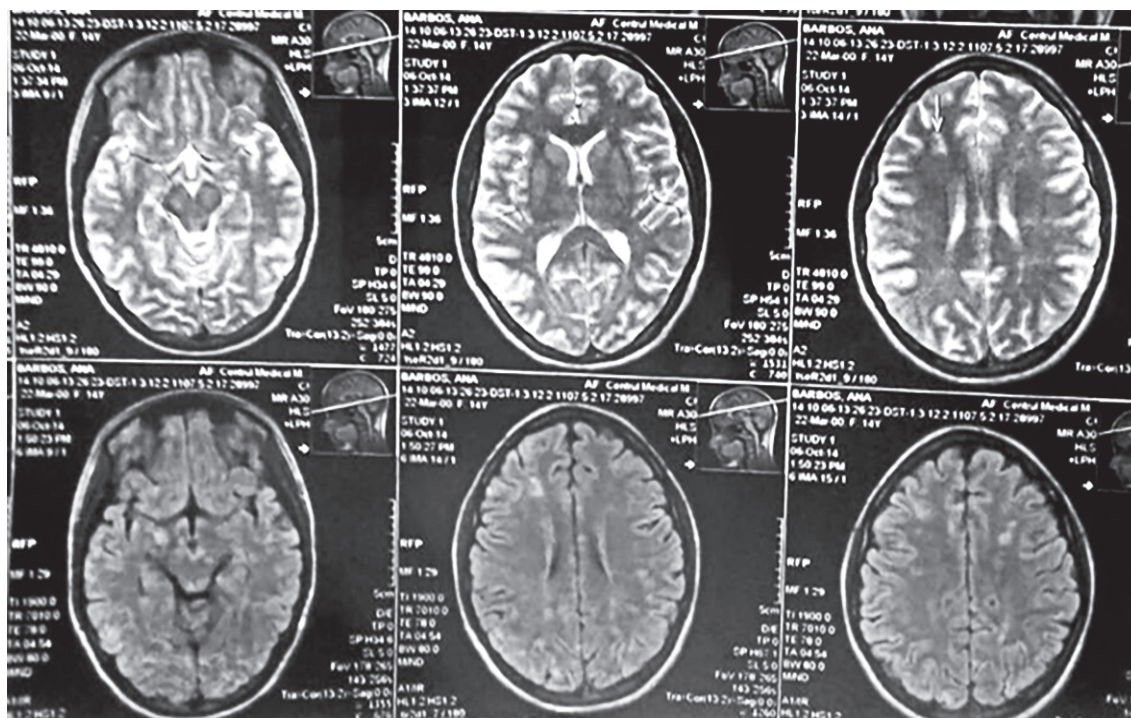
RMN cerebral (27.10.2014)
